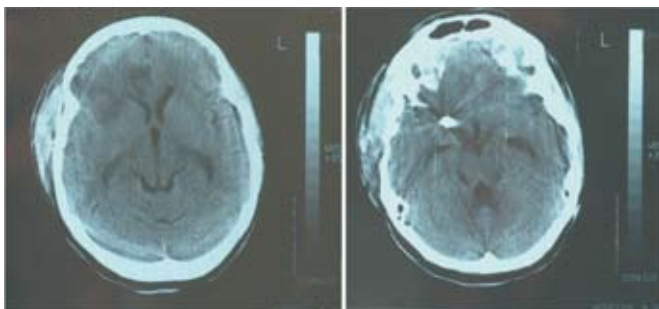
Послеоперационная КТ головного мозга пациентки Ш. — очаг ишемии в заднемедиальных отделах правой лобной доли (слева), регресс гидроцефалии (справа).
